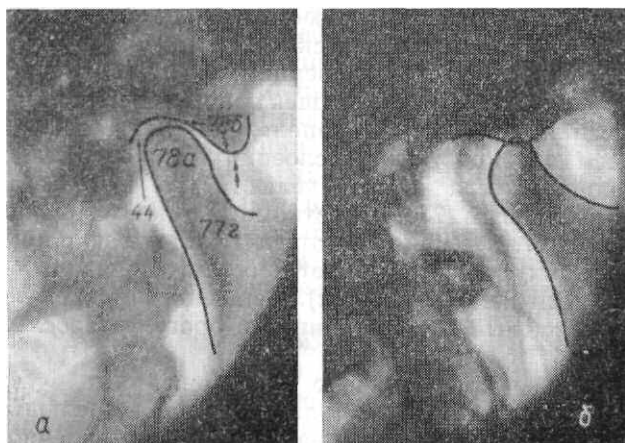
Прицельная рентгенограмма височно-нижнечелюстного сустава в боковой проекции.
